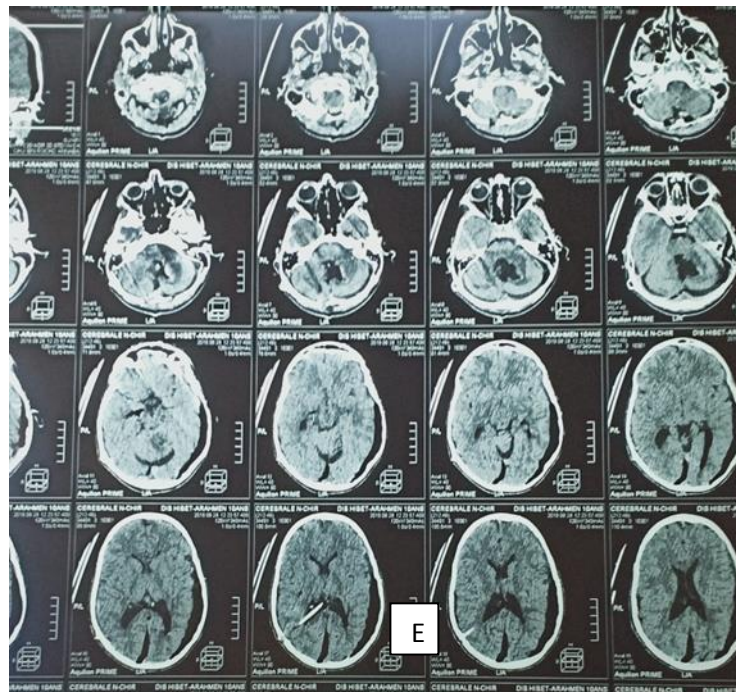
E): TDM cérébrale post opératoire. Absence de reliquat tumoral au niveau de la fcp, cathéter ventriculaire en place.
